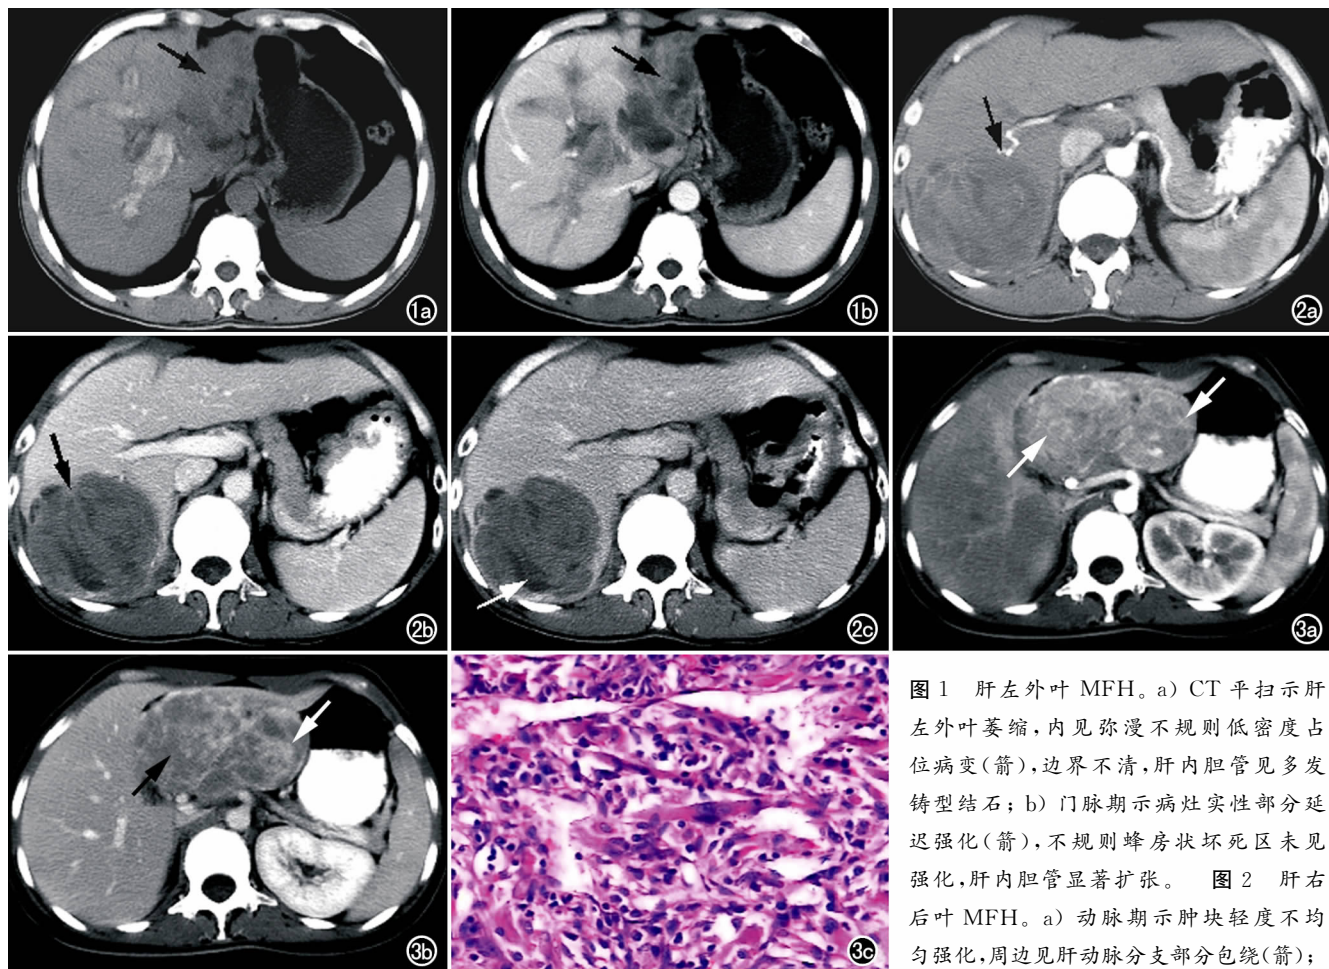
肝左外叶 MFH。a) CT 平扫示肝左外叶萎缩, 内见弥漫不规则低密度占位病变(箭), 边界不清, 肝内胆管见多发铸型结石; b) 门脉期示病灶实性部分延迟强化(箭), 不规则蜂房状坏死区未见强化, 肝内胆管显著扩张。图 2 肝右后叶 MFH。a) 动脉期示肿块轻度不均匀强化, 周边见肝动脉分支部分包绕(箭);
